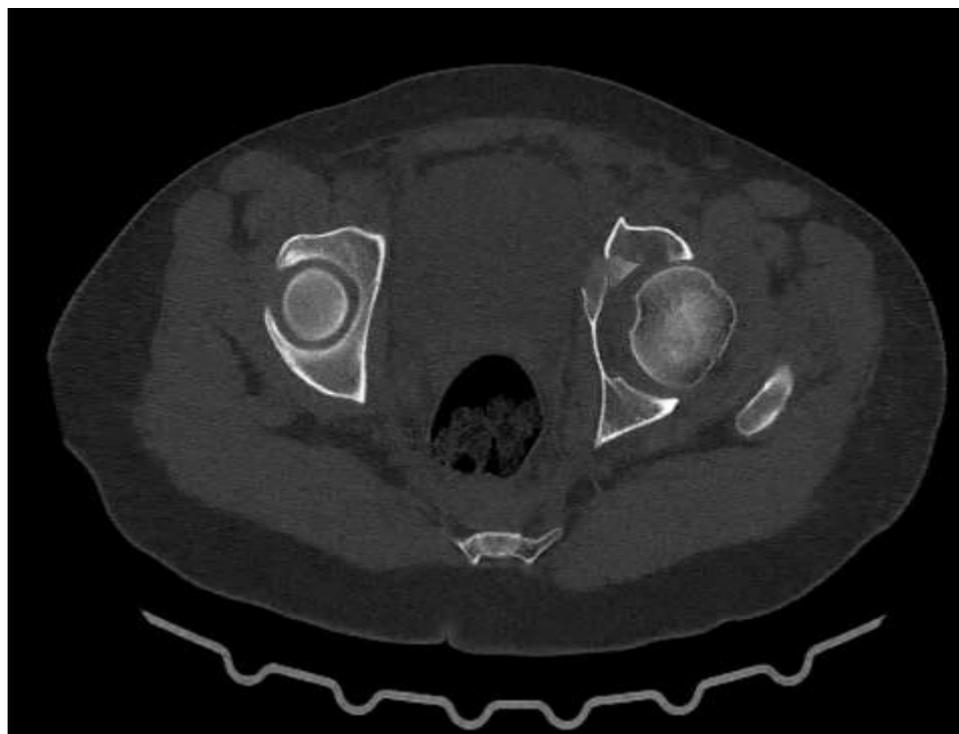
Coupe axiale TDM montrant une autre fracture de la colonne antérieure du cotyle gauche
